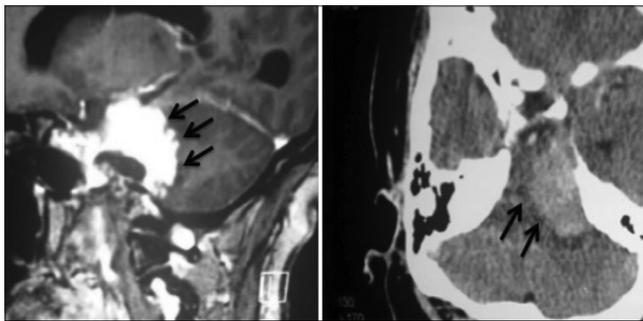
Resonancia magnética que muestra la forma dentada del borde del tumor (izquierda) y tomografía que muestra edema del tronco encefálico. Éstos son hallazgos que indican la ausencia de un buen plan de disección entre el tumor y el tronco encefálico.
